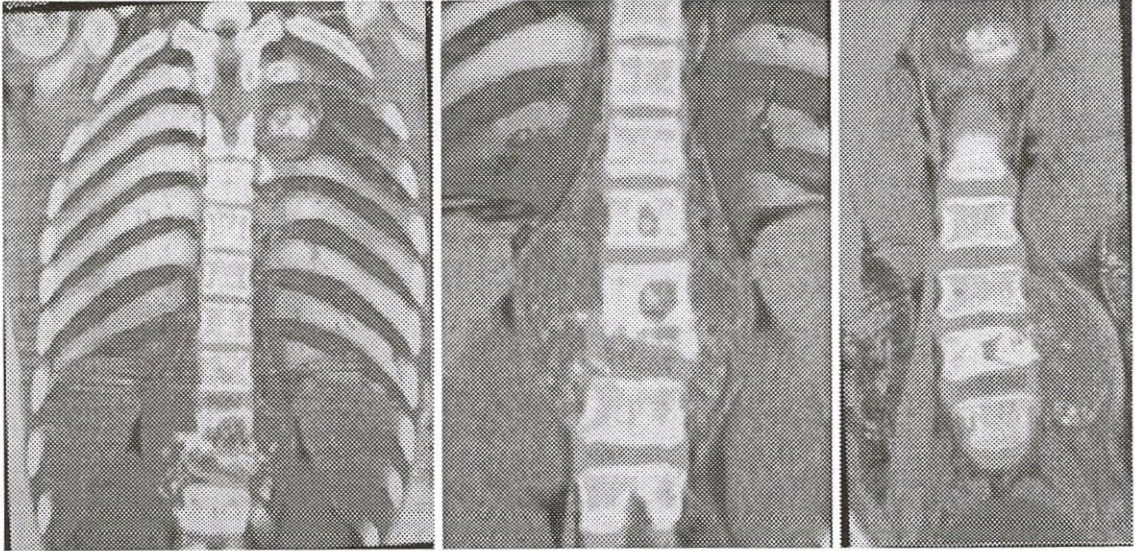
TDM du rachis dorso-lombaire chez un patient de 13 ans : Mal de Pott étagé associant une atteinte de la 3ème côte gauche (a, flèche), une ostéolyse de T9-T10 avec géodes (a, têtes de flèche) et un fuseau paravertébral (b, flèches), une lyse de L4-L5 avec abcès du psoas gauche (c, tête de flèche). Dans les deux cas présence de fragments osseux dans les parties molles abcédées
